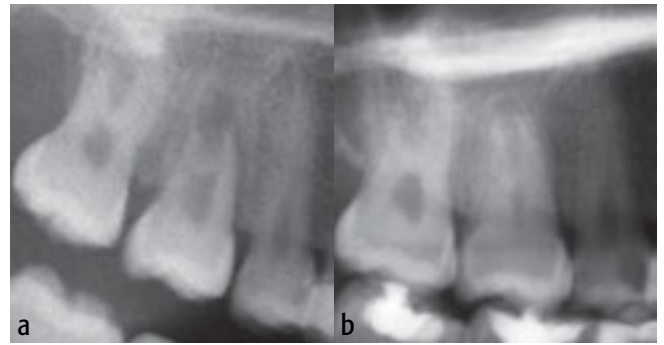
Postoperatives Röntgenbild (4a) und Kontrollaufnahme nach einem Jahr (4b), mit verengtem Pulpakavum und fortgeschrittenem Wurzelwachstum des Zahnes 18 an Stelle 16
